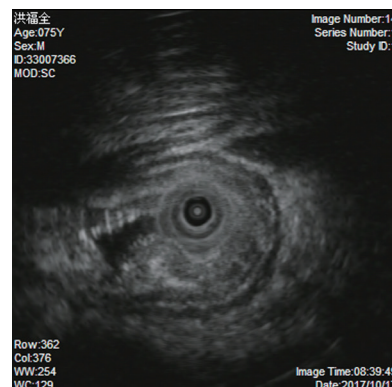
超声内镜显示病变处呈稍高回声, 起源于黏膜下层。
